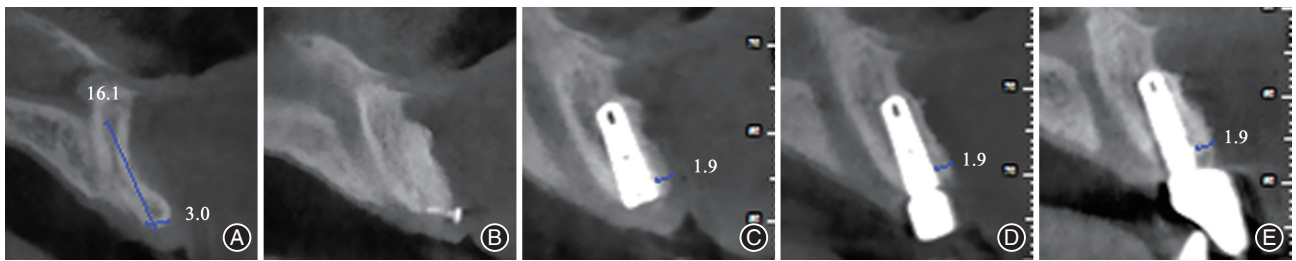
帐篷螺丝植骨技术在单颗上前牙水平向骨增量后种植的典型案例治疗前后5个时间点的CBCT矢状面图像 A:术前;B:骨增量后6个月;C:种植后即刻;D:种植后6个月;E:永久修复12个月
